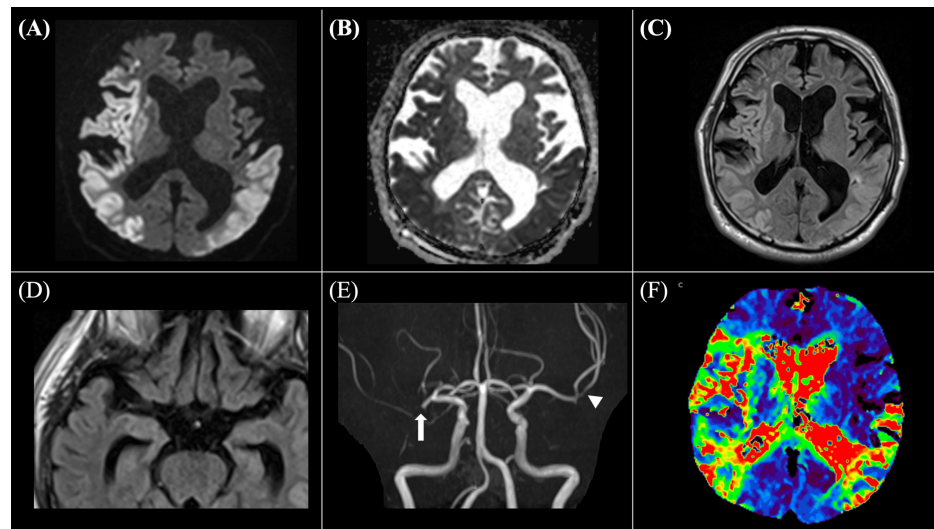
Initial magnetic resonance imaging findings on hospital admission
